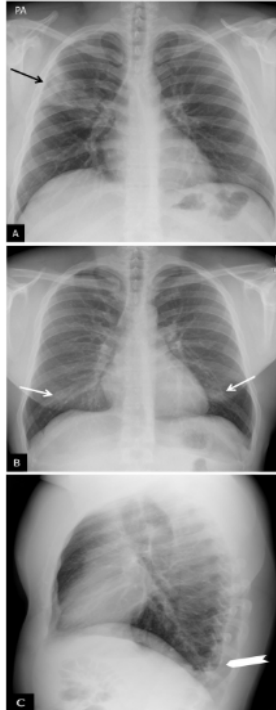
Hallazgos atípicos de neumonía COVID-19. A) Neumonía lobar. Varón de 28 años con clínica compatible con enfermedad COVID-19 y PCR positiva para SARS-CoV-2. Radiografía de tórax en proyección posteroanterior (PA). Afectación del lóbulo superior derecho (flecha). B y C) Afectación bilateral y derrame pleural. Varón de 17 años con fiebre y PCR positiva para
